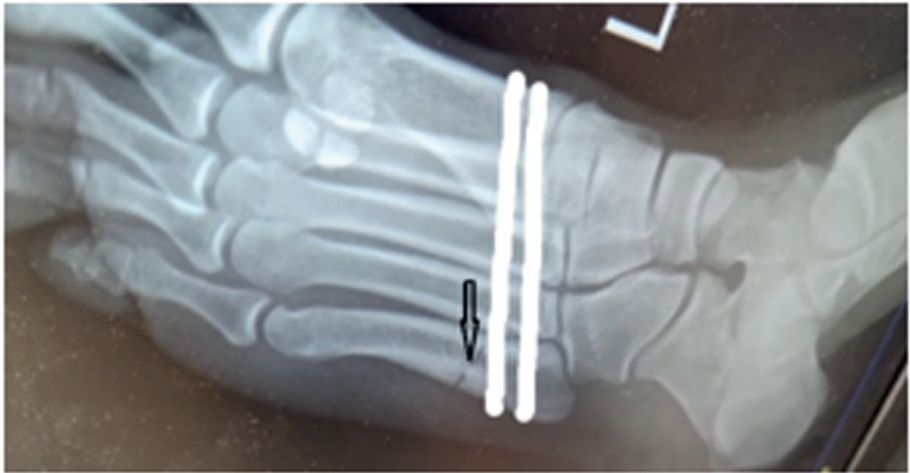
Рентгенограмма левого голеностопного сустава баскетболиста сборной команды России Р.
